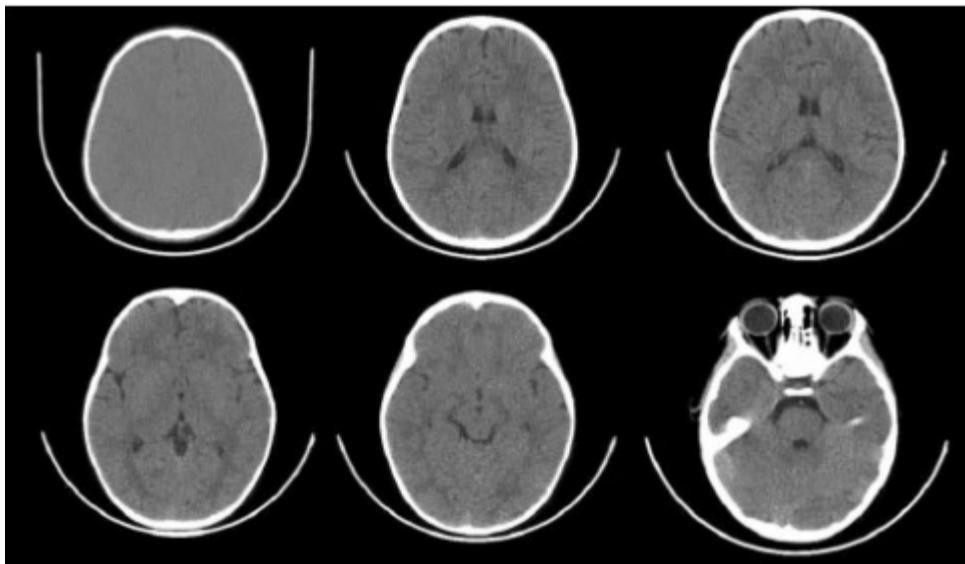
Se realizó TAC de Cráneo, sin evidenciar lesiones ocupantes de espacio
